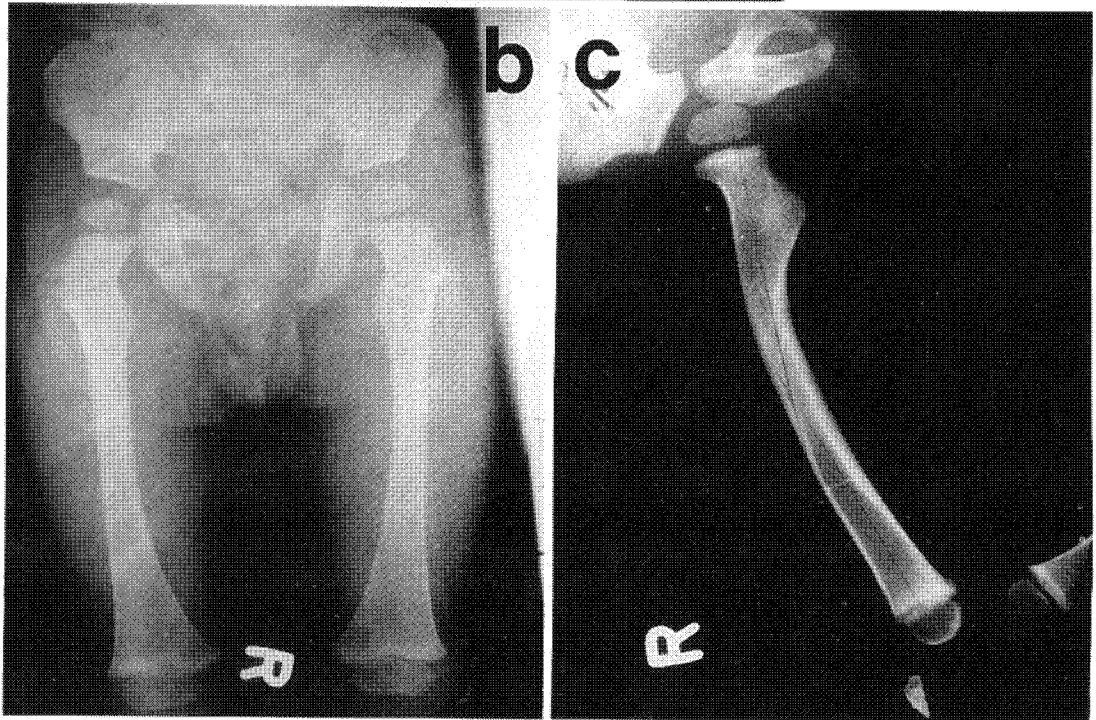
Roentgenogram show spiral fracture of right proximal femure.
